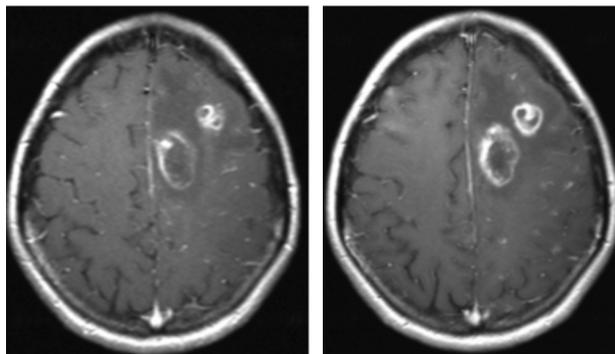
МРТ с контрастированием пациентки П. На МР-томограммах головного мозга, взвешенных по T1, в левой лобной доле контрастируются два кольцевидных образования, а также множество узлов небольших размеров в базальных ядрах, кортико-субкортикальных отделах полушарий мозжечка и большого мозга (слева). На более поздних сканах увеличивается накопление контраста объемными образованиями (справа)
